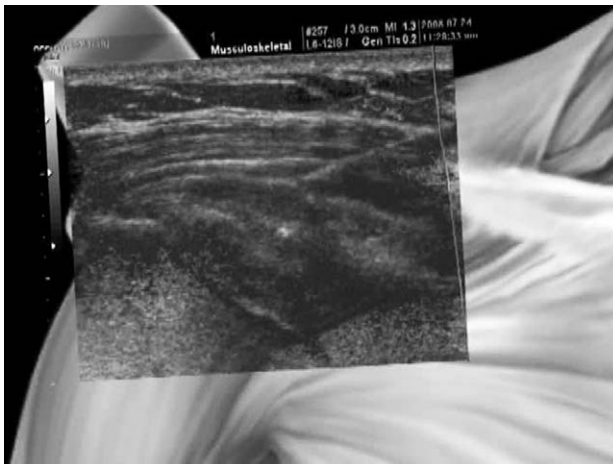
The ultrasound image reveal proper placement of the needle within the rotator-cuff.
